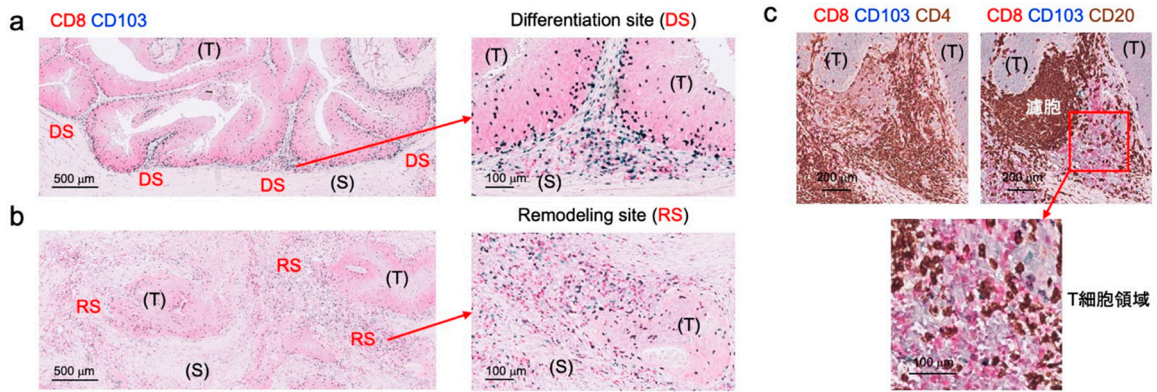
T_{RM} -like CD8 TIL の分化部位
